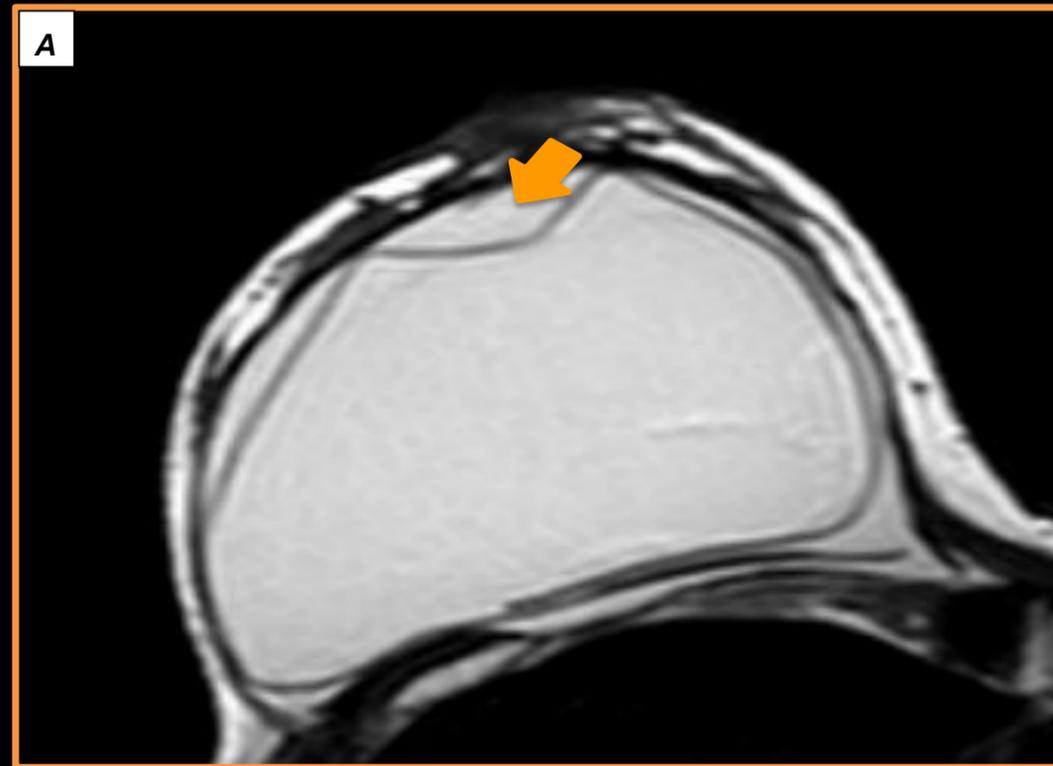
Resonancia Magnética T2 (a) axial (b) sagital, se observa el signo de desplegamiento capsular, indicativo de ruptura intracapsular (flechas naranjas).
